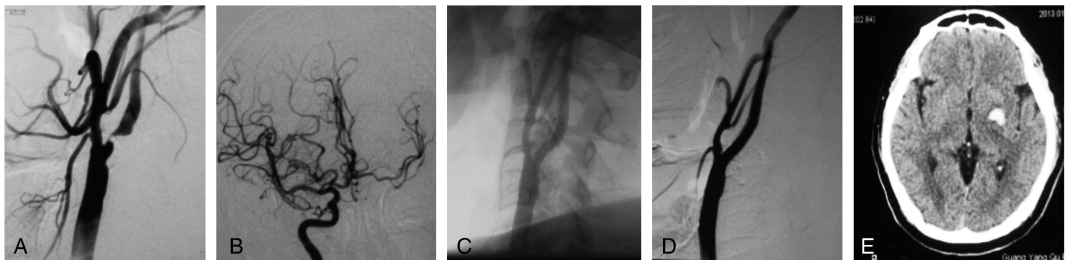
63 岁男性患者影像结果 图 A 为脑血管造影显示患者左侧颈内动脉起始部近闭塞;图 B 显示颅内侧枝循环开放良好;图 C、D 为行支架置入术后的左侧颈动脉;图 E 为术后头痛,伴有右侧肢体偏瘫,复查 CT 显示颅内出血。
